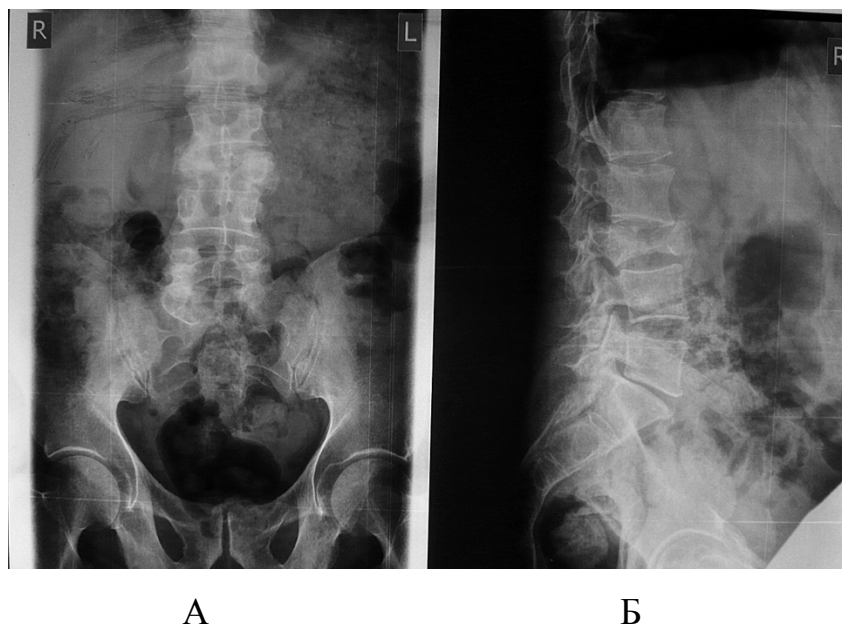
Стандартные рентгенограммы больного Е., 74 лет, с метастатическим поражением L3 позвонка: А – прямая проекция; Б – боковая проекция
